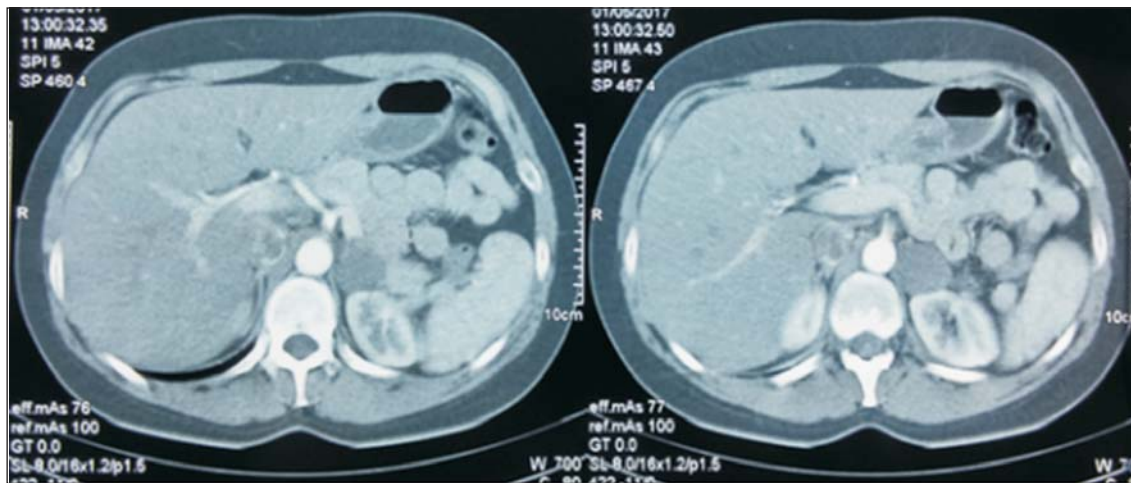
Angiotomografía. Masa en logia suprarrenal izquierda.
